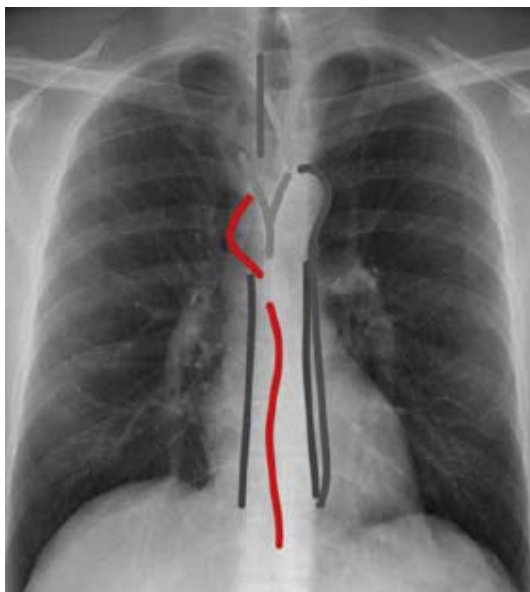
Radiographie standard de face montrant les lignes para-azygo-oesophagiennes
